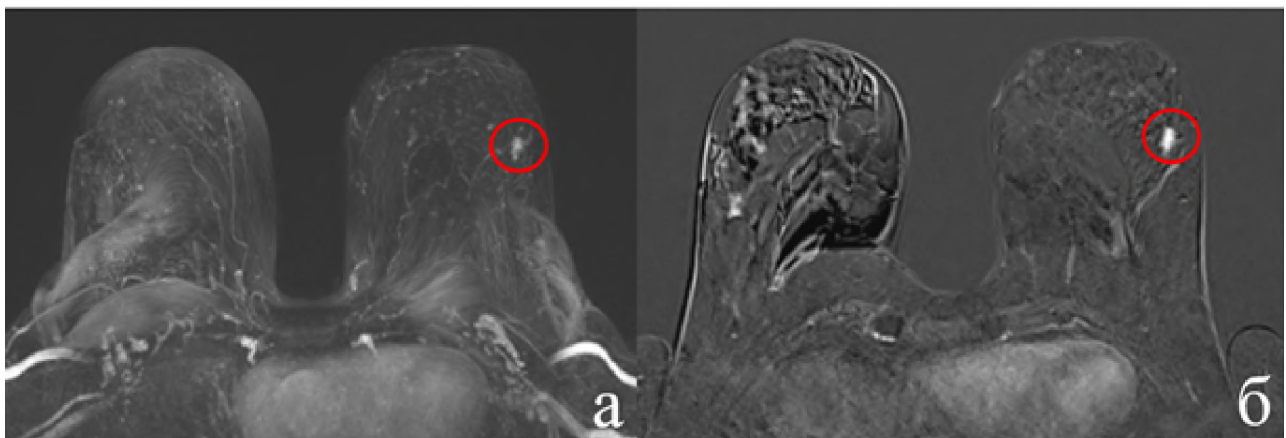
МР-томограммы пациентки Б. с фокальной зоной контрастирования левой молочной железы, соответствующей категории BI-RADS 4: а — MIP проекция (maximum intensity projection) фокальная зона контрастирования отмечена красным кругом, б — режим субтракции изображений: фокальная зона контрастирования отмечена красным кругом
